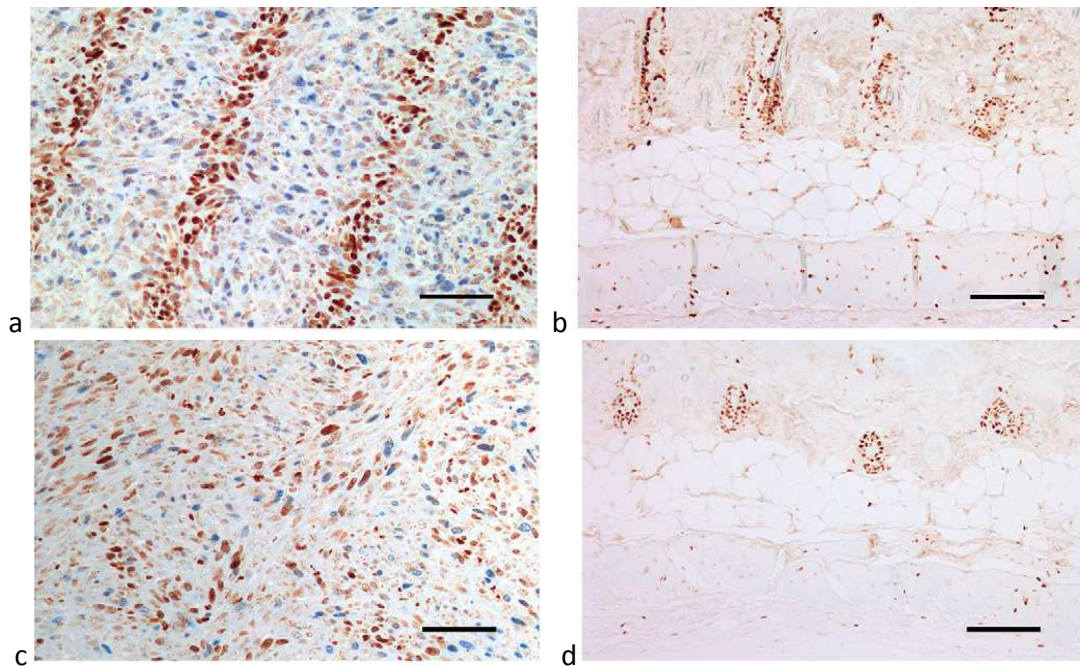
Visualisation des cassures double-brin par marquage de la protéine pH2AX (en brun) sur des sections de tumeur EMT-6.5 (a et c) et de peau (b et d), 4h (a et b) ou 24h (c et d) après MRT. Migration et mélange cellulaire sont observés dans la tumeur dès 24h après MRT (c). Bare d'échelle : 100 μ m. Extrait de [Crosbie J. C. *et al.* 2010].
